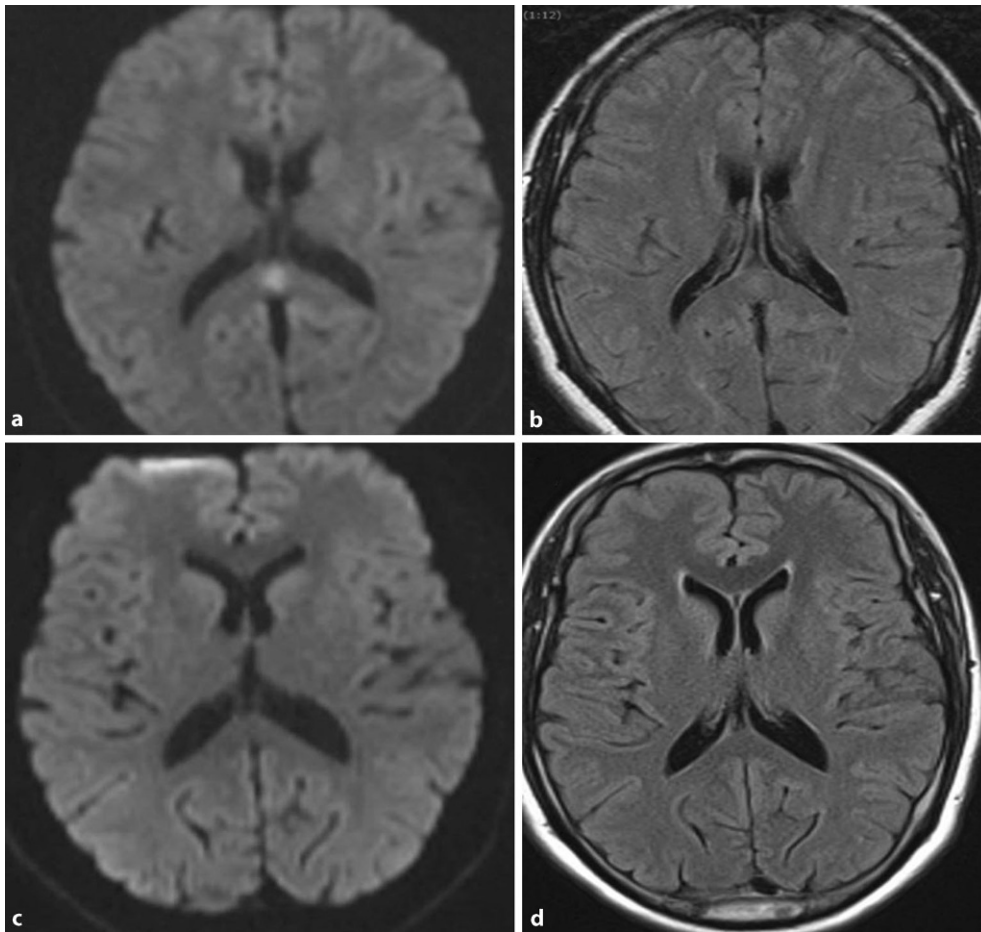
MRT, DWI/FLAIR-Wichtung bei Aufnahme (a, b) und 3 Wochen später (c, d)
